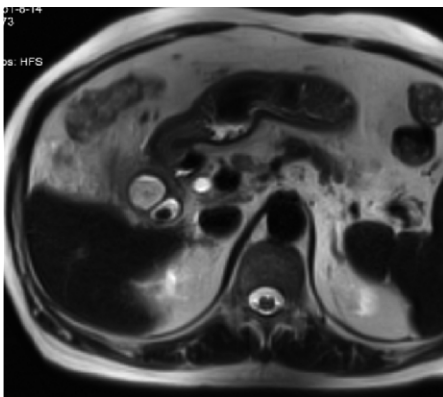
66 岁男性患者 MRI 检查所见(T_2WI 显示胆囊颈部结节状结石伴泥沙样结石,胆囊壁弥漫性增厚)
